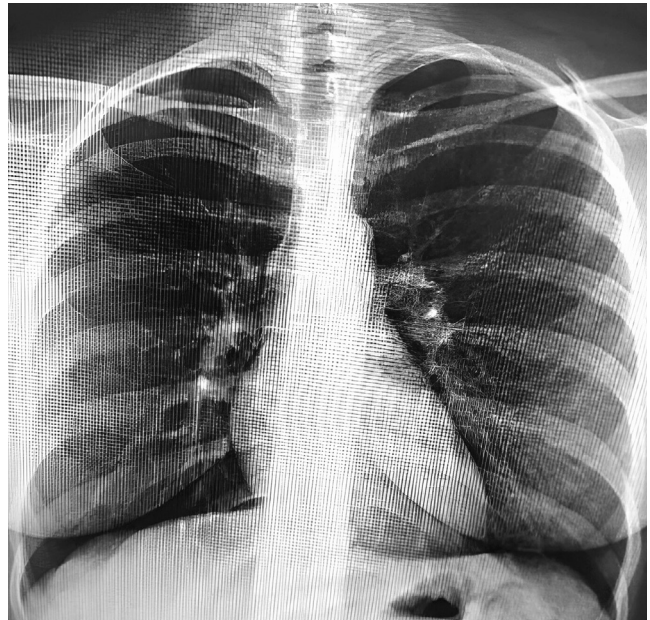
Radiografía de tórax. Se observa rayos x PA de tórax inicial, la cual no reportó hallazgos compatibles con tuberculosis pulmonar.
